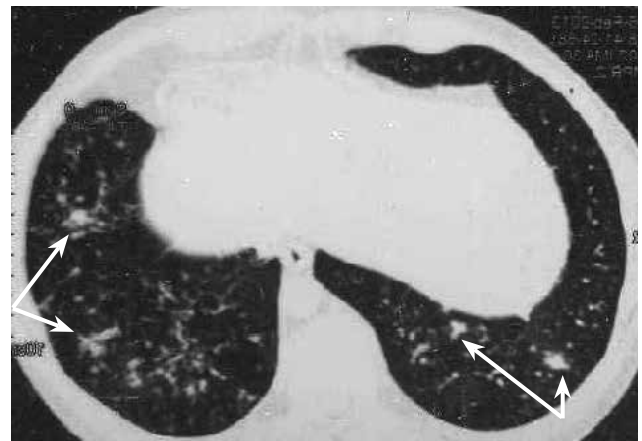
КТ органов грудной клетки (21.01.13 г)
